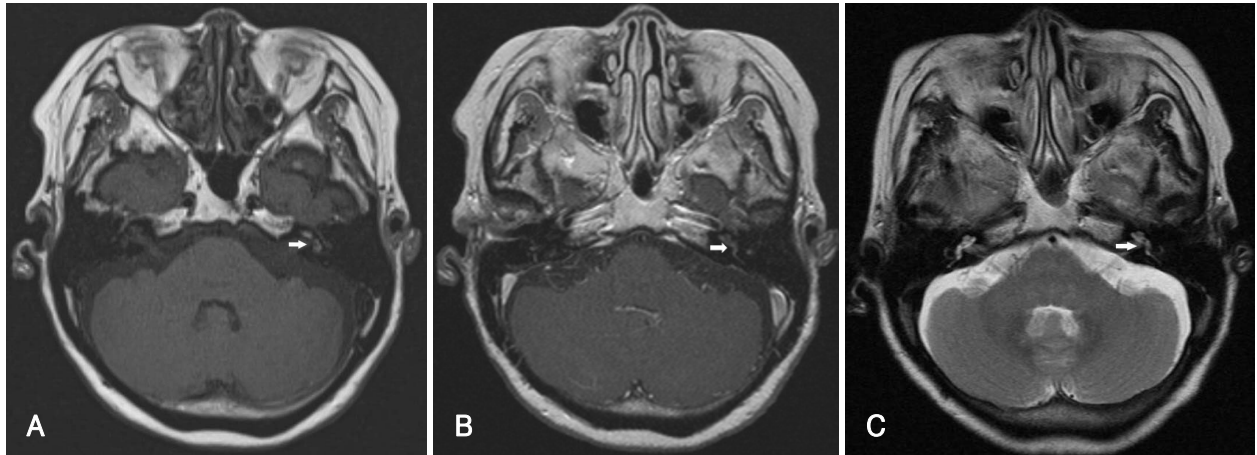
Internal auditory canal MRI scans. Pre-contrast T1-weighted axial image shows a hyperintense signal from the left cochlea and vestibule (arrow)(A). After contrast administration, a notable increase in signal intensity is noted from the left cochlea and vestibule (arrow)(B). T2-weighted axial image shows a slightly lower signal from the left cochlea and vestibule (arrow) than from the right side (C).
